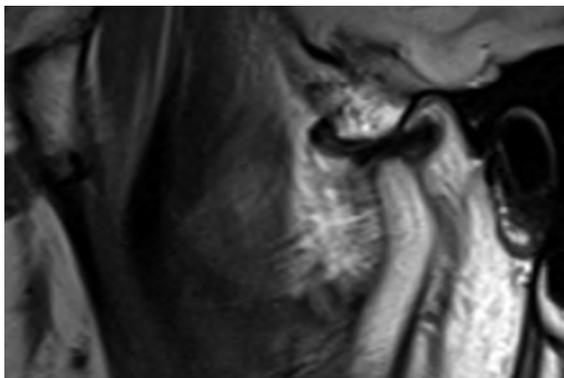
IRM. Elle permet de voir la position du disque articulaire par rapport aux condyles mandibulaire et temporal.
